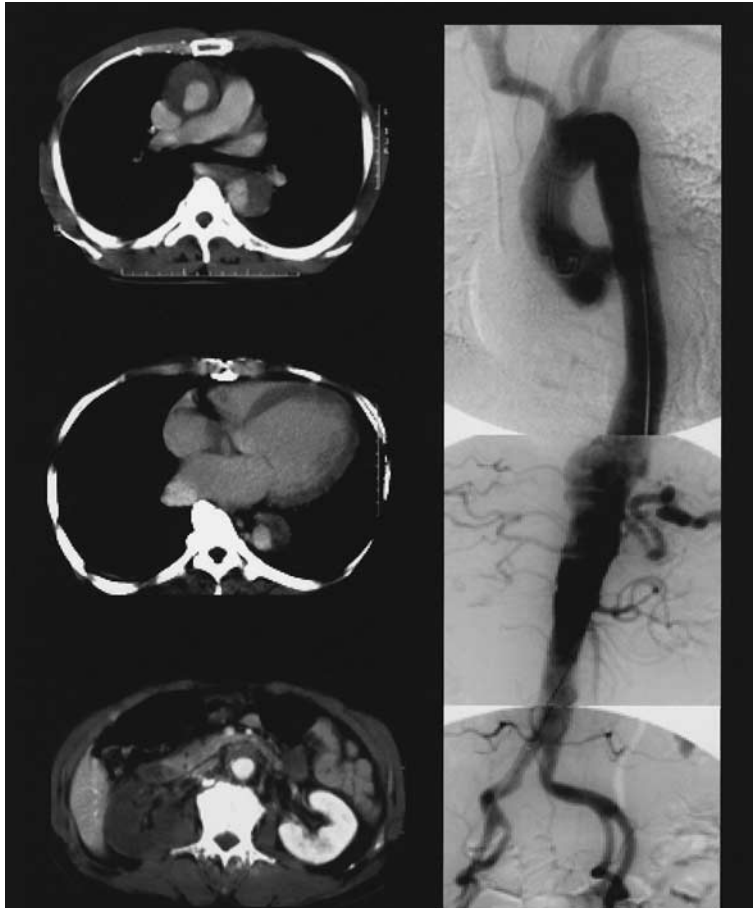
Chest CT and Aortography on admission
